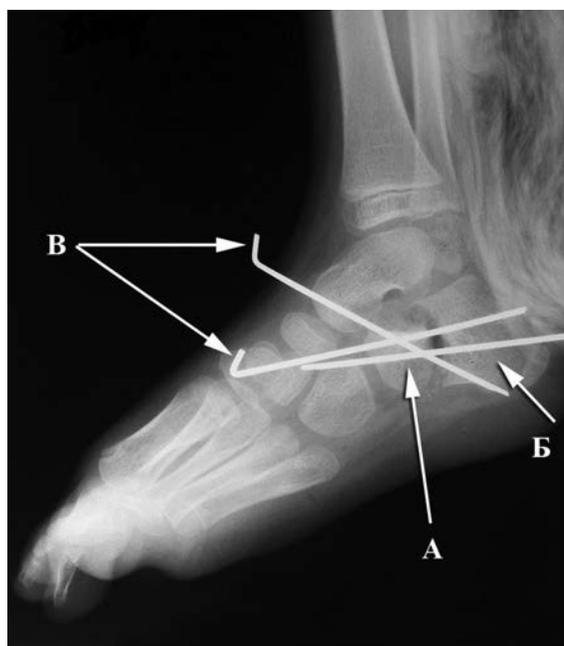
Интраоперационная рентгенограмма стопы после выполнения корригирующей остеотомии пяточной кости: А — передний фрагмент пяточной кости; Б — задний фрагмент пяточной кости; В — фиксирующие спицы
